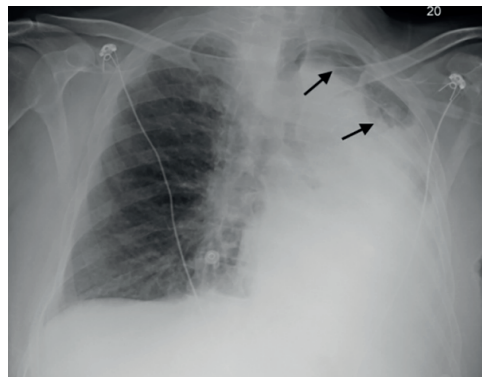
Radiografía de tórax postbroncoscopia (4 sesiones), se observa aumento de la densidad pulmonar en hemitórax izquierdo, hiperinsuflación del segmento apicoposterior como compensación.
